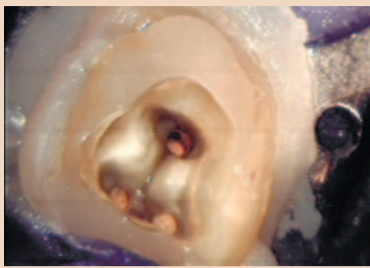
и 18. Пломбирование корневых каналов и контрольная послеоперационная рентгенограмма зуба 37.
